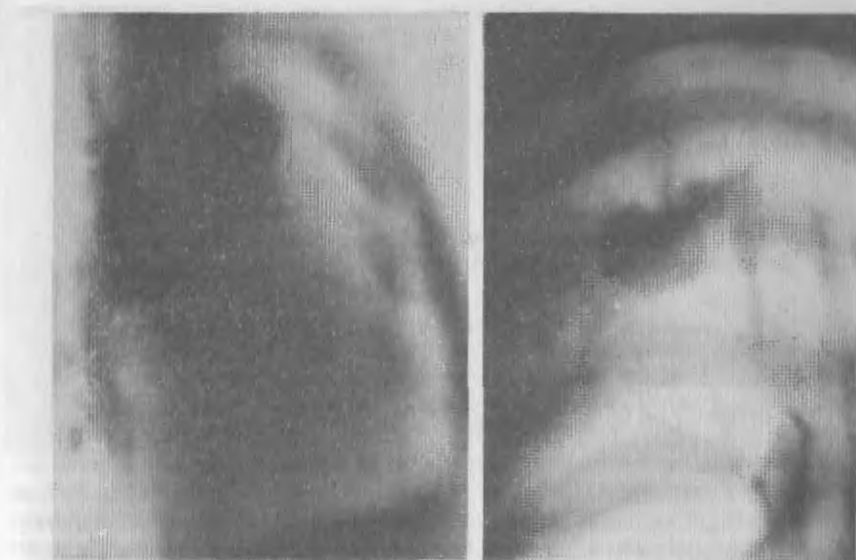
Боковая томограмма левого легкого (а) с круглым фокусом острой пневмонии у больного 43 лет. Контрольная томограмма (б) сделана через 1 мес после первой.
